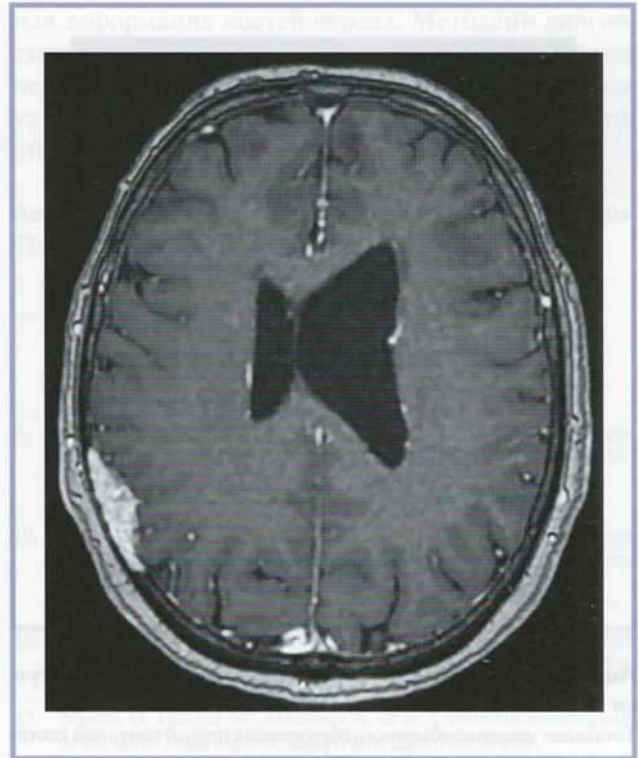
Магнитнорезонансная томограмма головного мозга с контрастным усилением.
